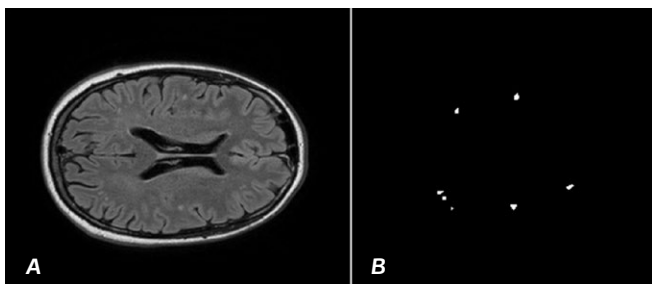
А – МРТ T2 режим с очага демиелинизации. В – «маска» очагов демиелинизации, полученная в результате сегментации врачом-радиологом.
